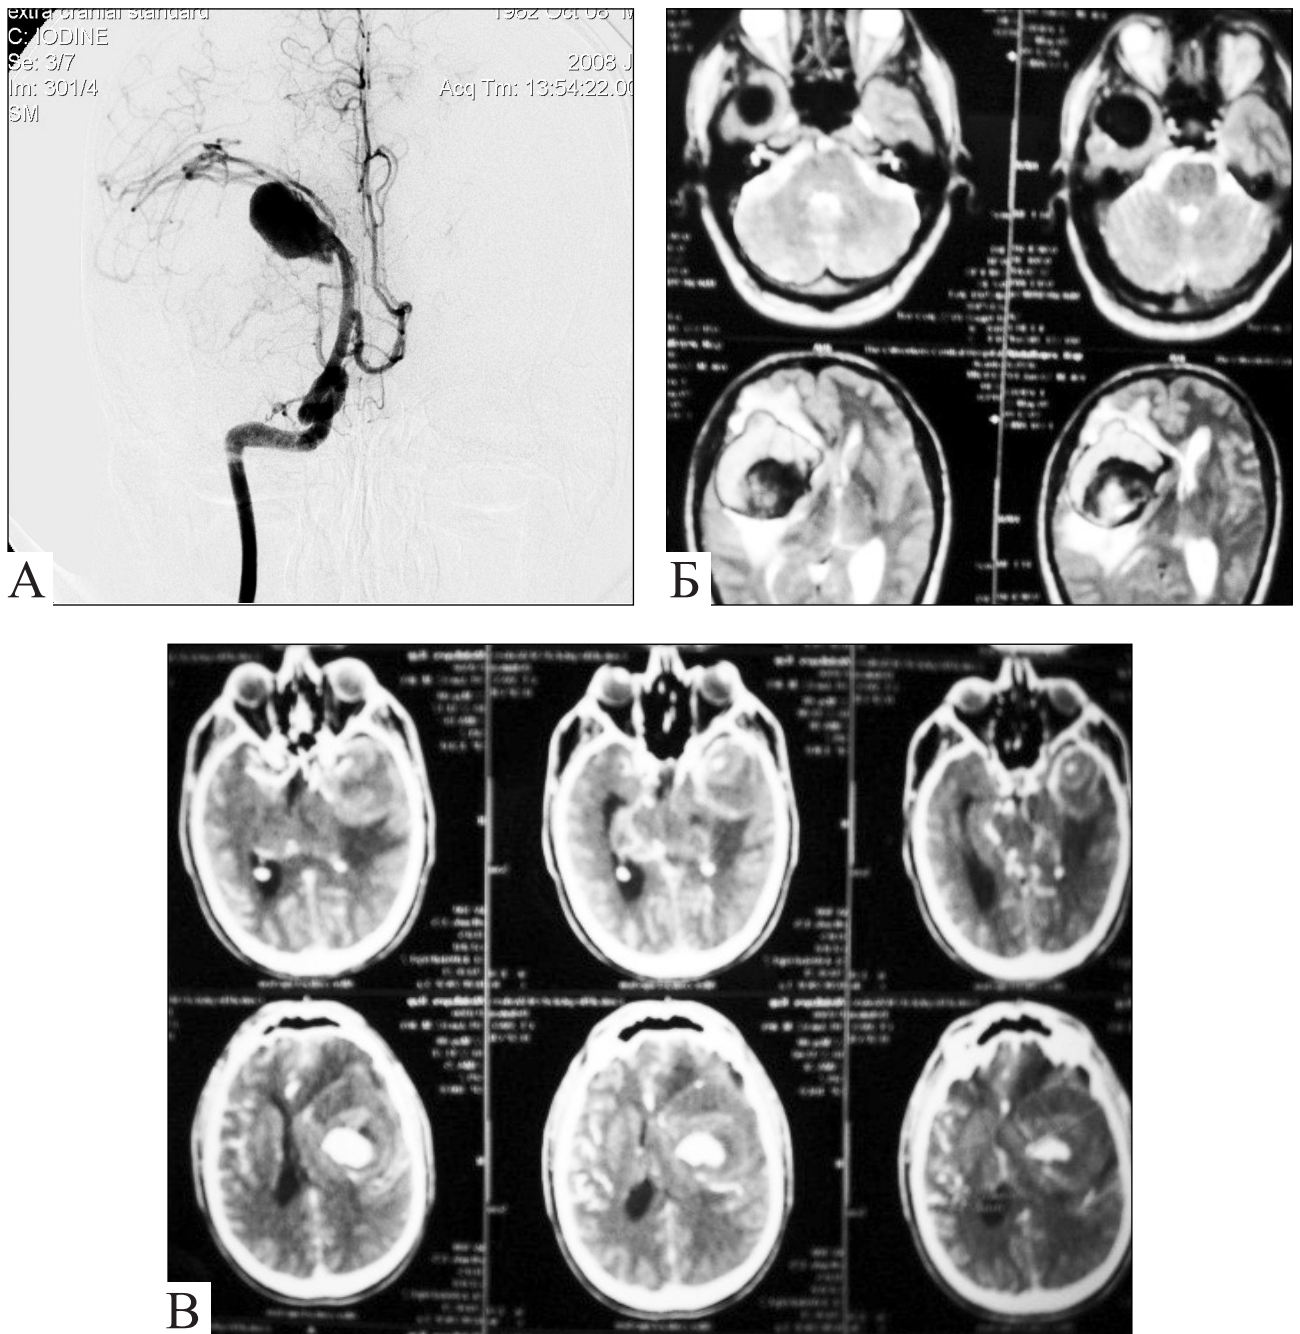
Хворий А., 46 років. АА СМА у ділянці М1–М2: А — ЦАГ, передньозадня проекція. Зміщення СМА свідчить про великий розмір АА, але контрастом вповнено лише її частину; Б — МРТ. Справжній розмір АА перевищує 40 мм, АА містить тромби різної щільності; В — гігантська АА, тромб займає більшу частину її порожнини, чітко візуалізується частина АА, вповнена кров'ю
